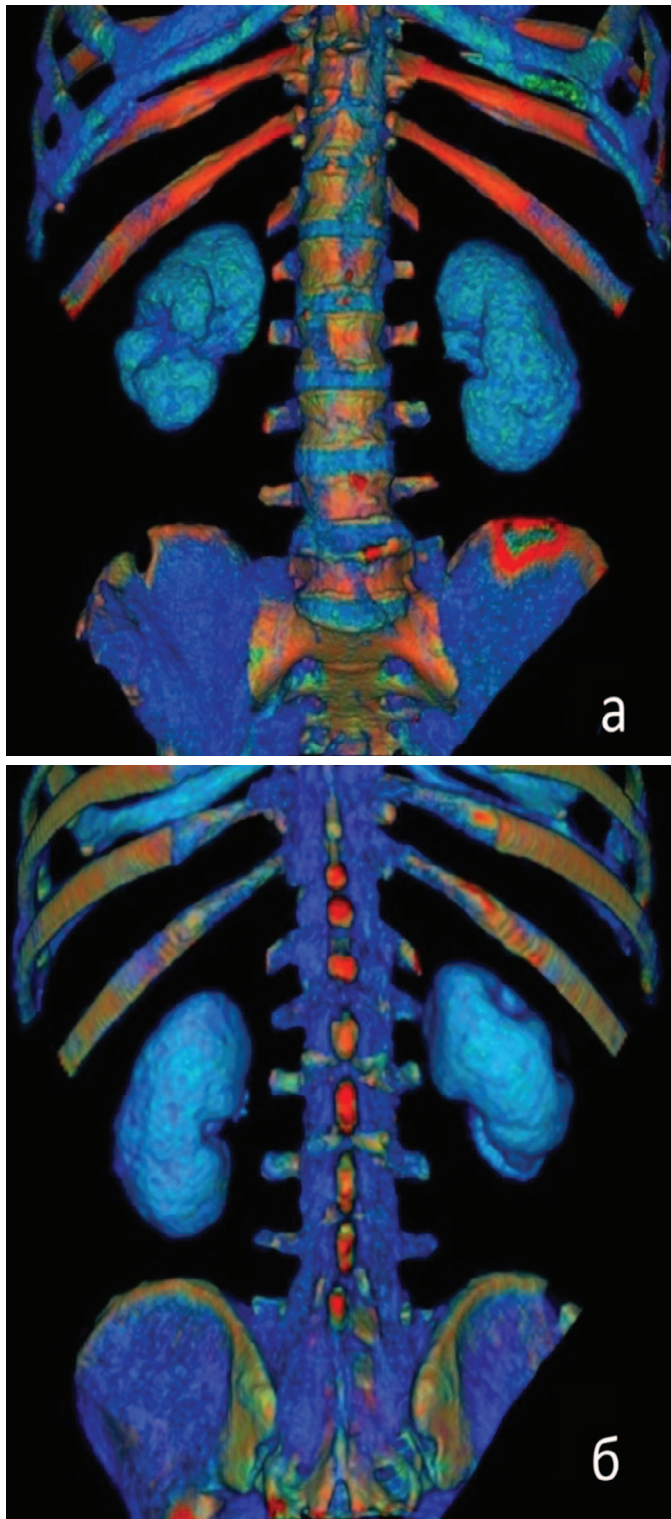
КТ почек. Трехмерная реконструкция (а – вид спереди, б – вид сзади).
